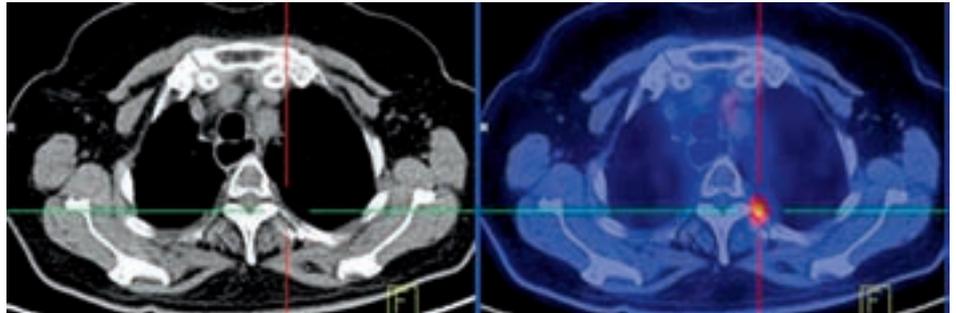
b: Die PET/CT-Fusion zeigt, dass es sich um eine ossäre Filia am Rippenansatz handelt (jeweils im Fadenkreuz).
